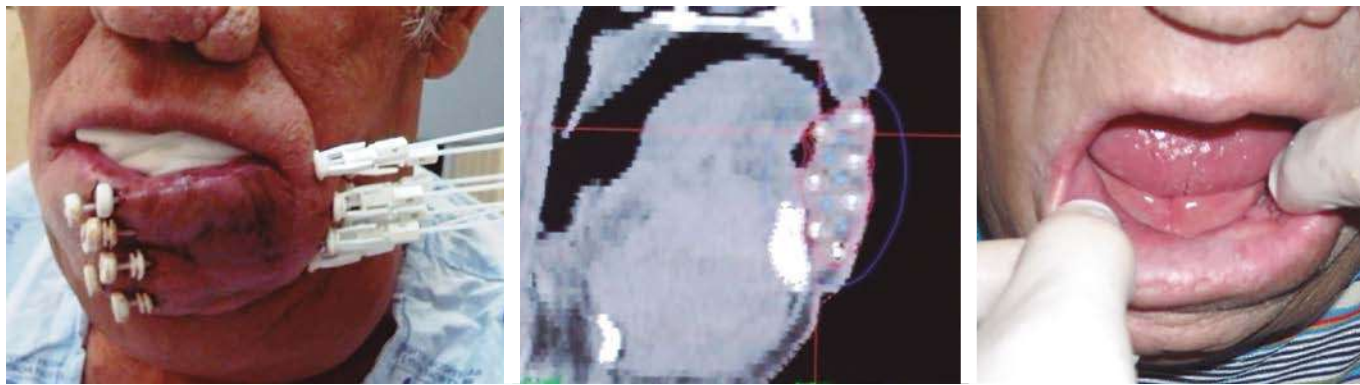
Carcinoma epidermoide T4 de labio inferior, tratado con la RT externa 50 Gy y sobreimpresión con la BT con 9 tubos plásticos en dos planos.
